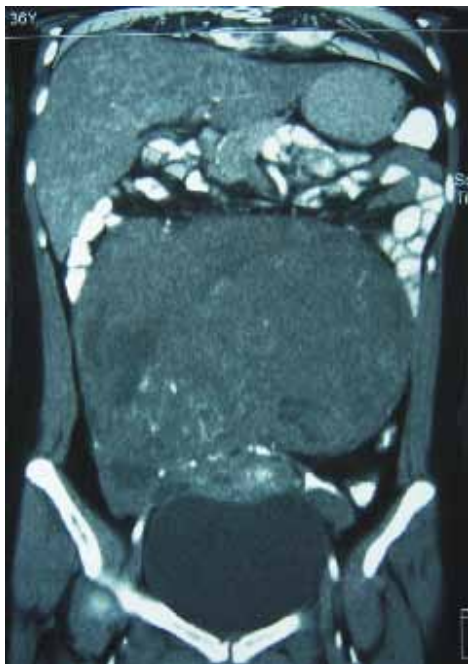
Tomografía fase contrastada donde se evidencia tumoración pélvica con poco reforzamiento de medio de contraste y densidad grasa.
